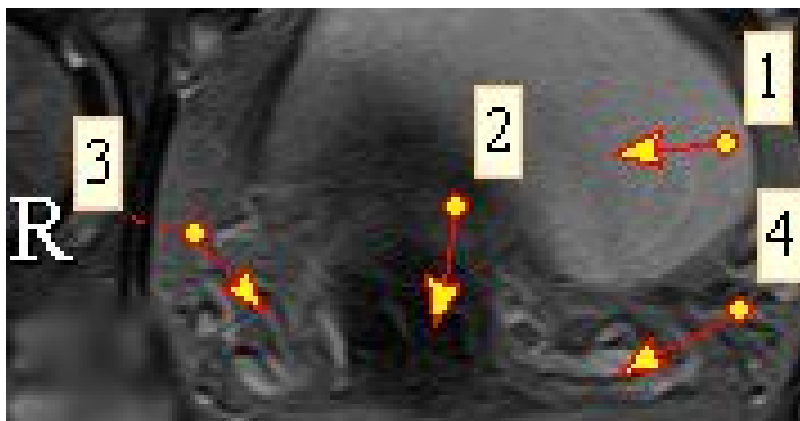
Артерии матки при dextrodeviatio uteri, МР-томограмма в проекции АХ Т2: 1 – мочевого пузыря; 2 – матка; 3 – правая (извитая) артерия; 4 – менее извитая левая артерия
